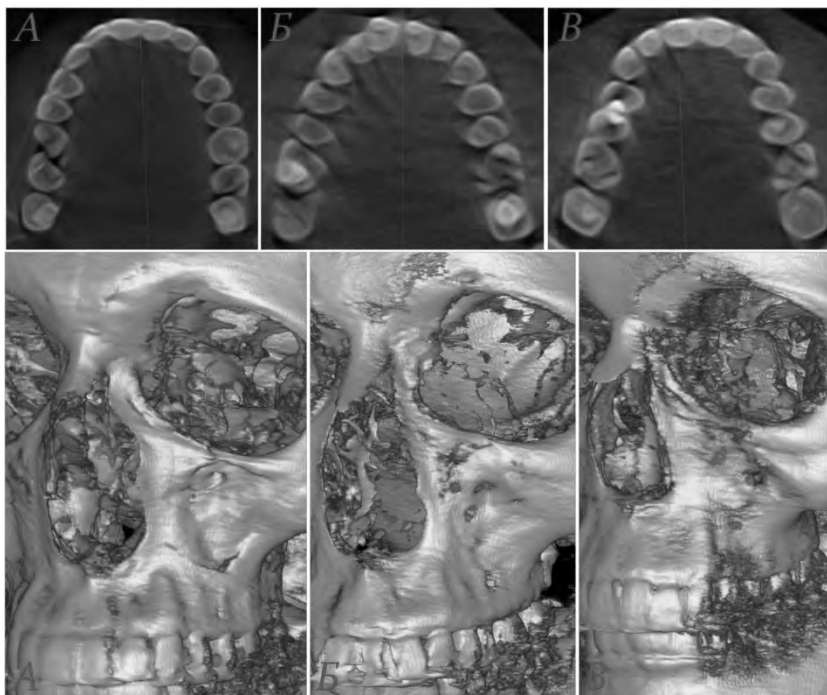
Індивідуальна анатомічна мінливість верхнього зубного ряду та верхньої щелепи людини зрілого віку: А – лептопрозоп (КТ № 551040); Б – мезопрозоп (КТ № 613405); В – еуріпрозоп (КТ № 620531)
